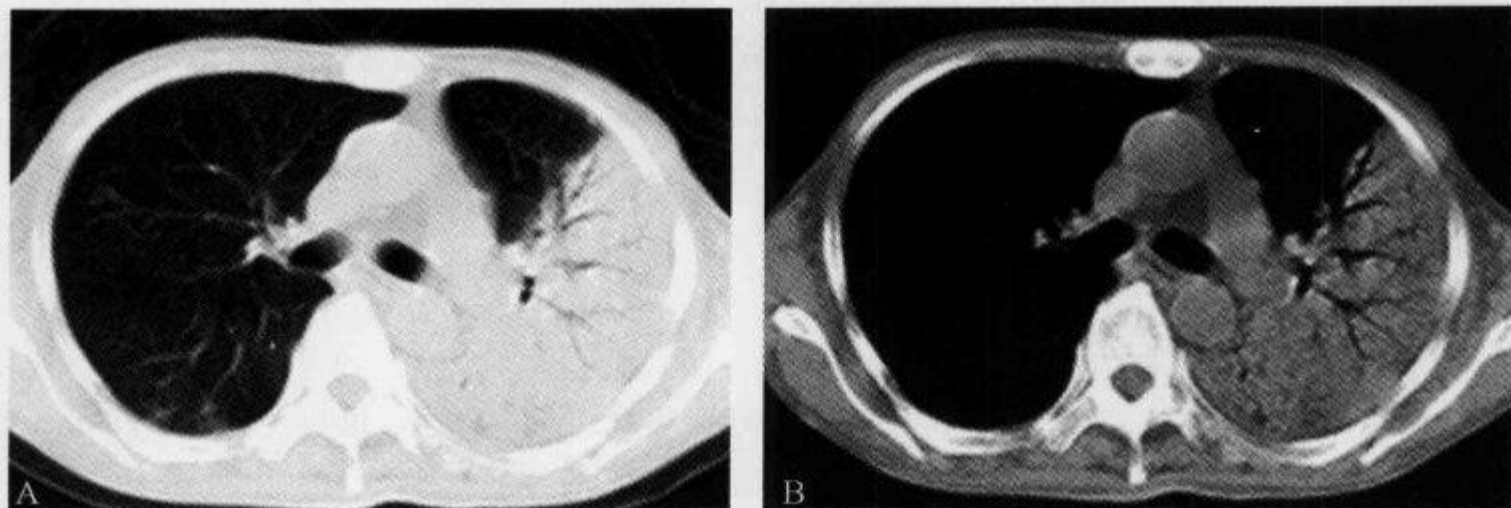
胸部 CT 平扫示“空气支气管造影征”
